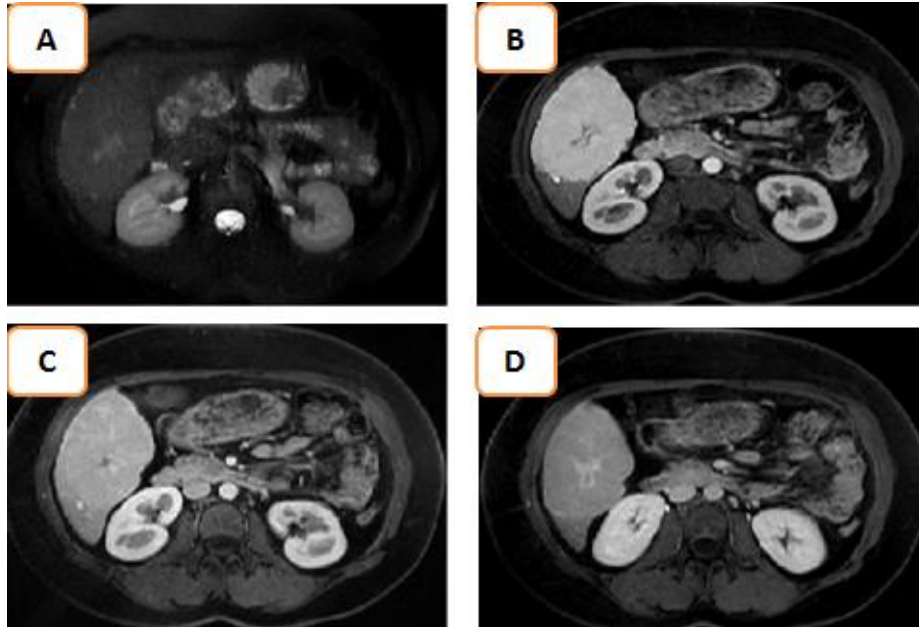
L'IRM montre une lésion homogène, à contours nets en isosignal T1 et T2, avec une zone centrale en hyposignal T1 et hypersignal T2(A), prise de contraste précoce au temps artériel et rehaussement de la cicatrice centrale au temps tardif (B, C et D) : HNF
